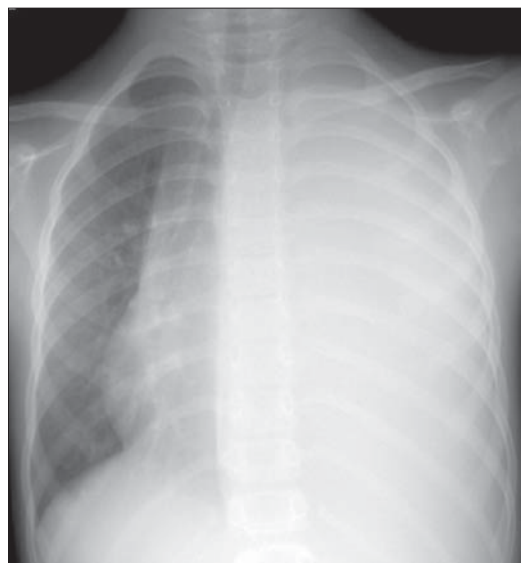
Colectie lichidiană în cantitate mare. Radiografie toracică PA. Opacitate masivă omogenă cu intensitate hidrică situată în hemitoracele stâng, care împinge mediastinul spre dreapta.
